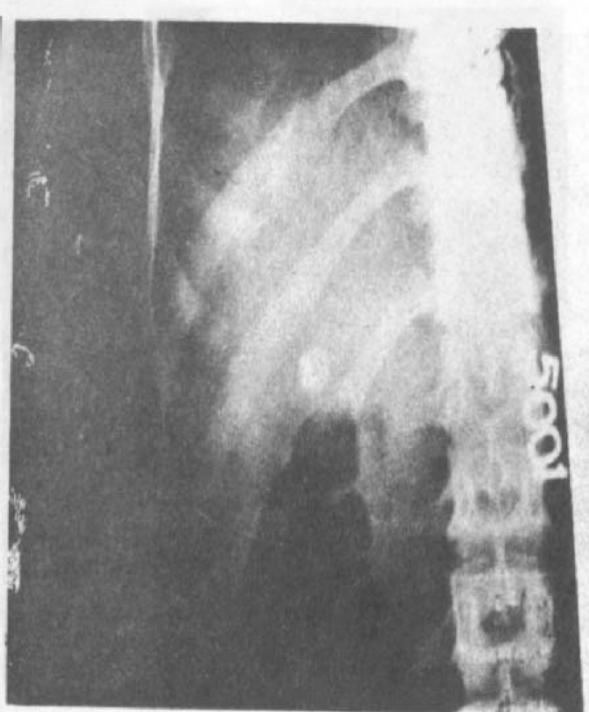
Straight X-ray showing a typical radio-opaque gallstone. Note that the centre of the stone is relatively radio-translucent.
